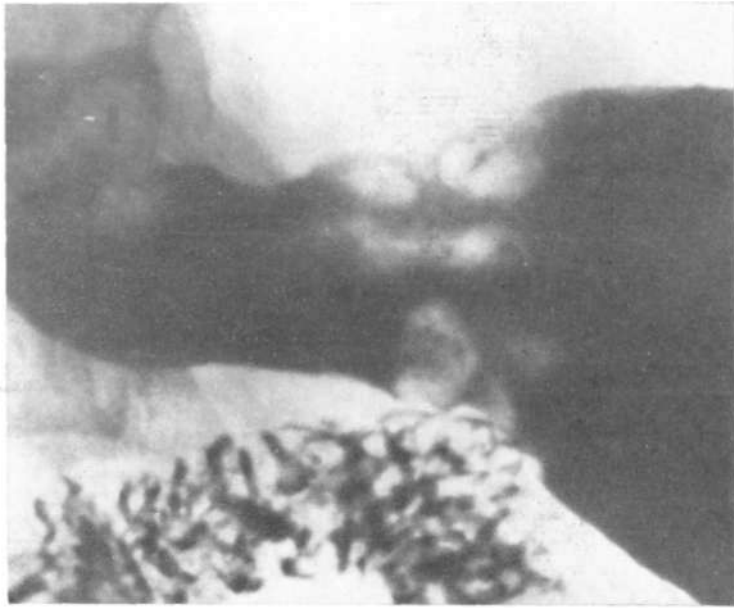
То же наблюдение. Фрагмент рентгенограммы желудка. Через год обнаружены значительно более выраженные эрозивные изменения.
